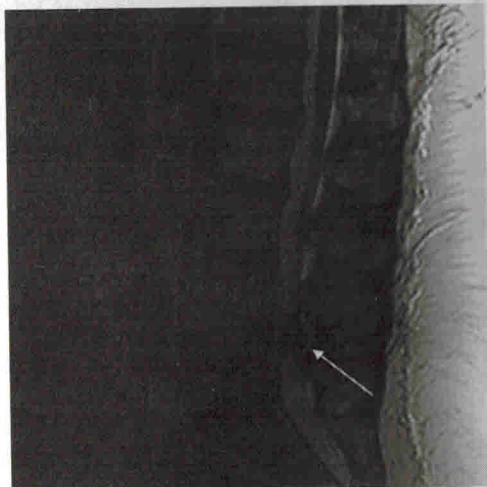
Магнитно-резонансная томограмма поясничного отдела позвоночника, задняя срединная грыжа межпозвонкового диска
